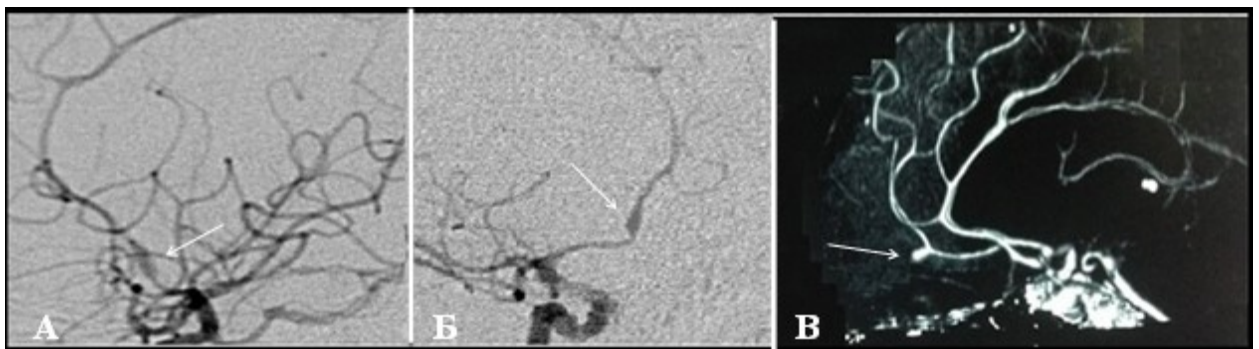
Ангіограми. Аневризми А2 сегменту ПМА. А — ангіограма, бокова проекція, стрілкою позначена фузіформна аневризма стовбура А2 сегменту, Б — ангіограма, пряма проекція, стрілкою позначена фузіформна аневризма стовбура А2 сегменту, В — СКТ-АГ, стрілкою позначена аневризма присередньої лобово-основної артерії А2 сегменту.
